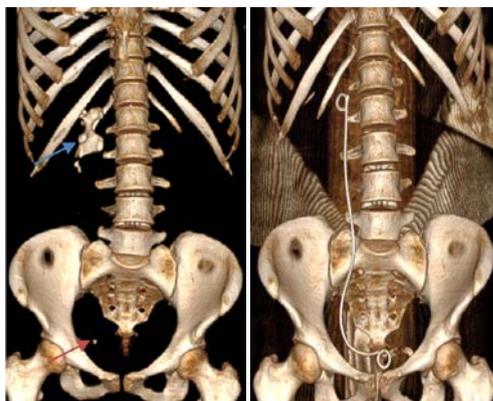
3-D реконструкция МСКТ у пациента с коралловидным конкрементом (указан синей стрелкой) правой почки и конкрементом нижней трети правого мочеточника (указан красной стрелкой) до и на 2-е сутки после ЭКИРХ
